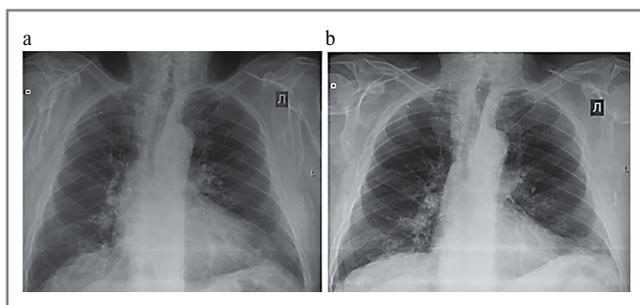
Рентгенография органов грудной клетки, слева до операции, справа – спустя неделю после. Отмечаются отсутствие нарушений легочной гемодинамики, уменьшение размеров сердца.
